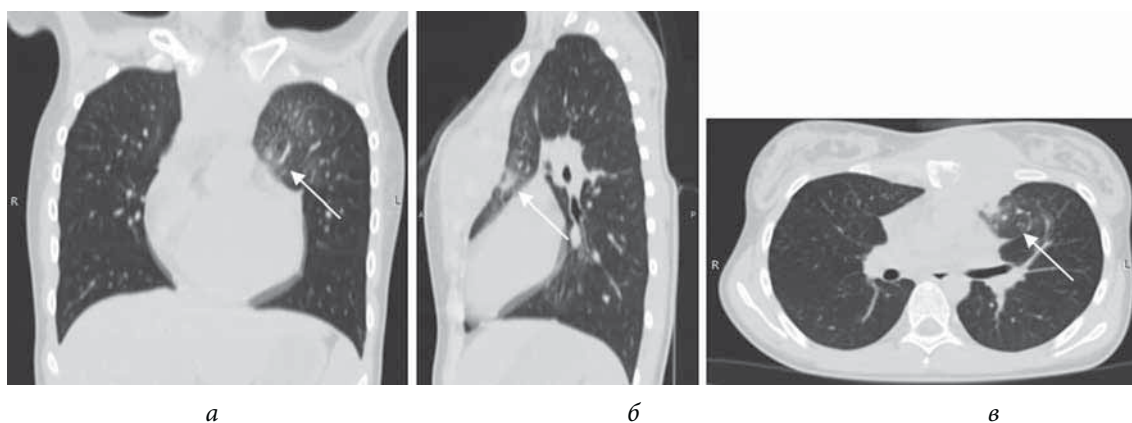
Больная Г., 12 лет. Компьютерные томограммы грудной клетки (легочной режим): *а* — фронтальный срез; *б* — сагиттальный срез; *в* — аксиальный срез. Стрелкой указана зона инфильтративных изменений в S₃-сегменте слева
